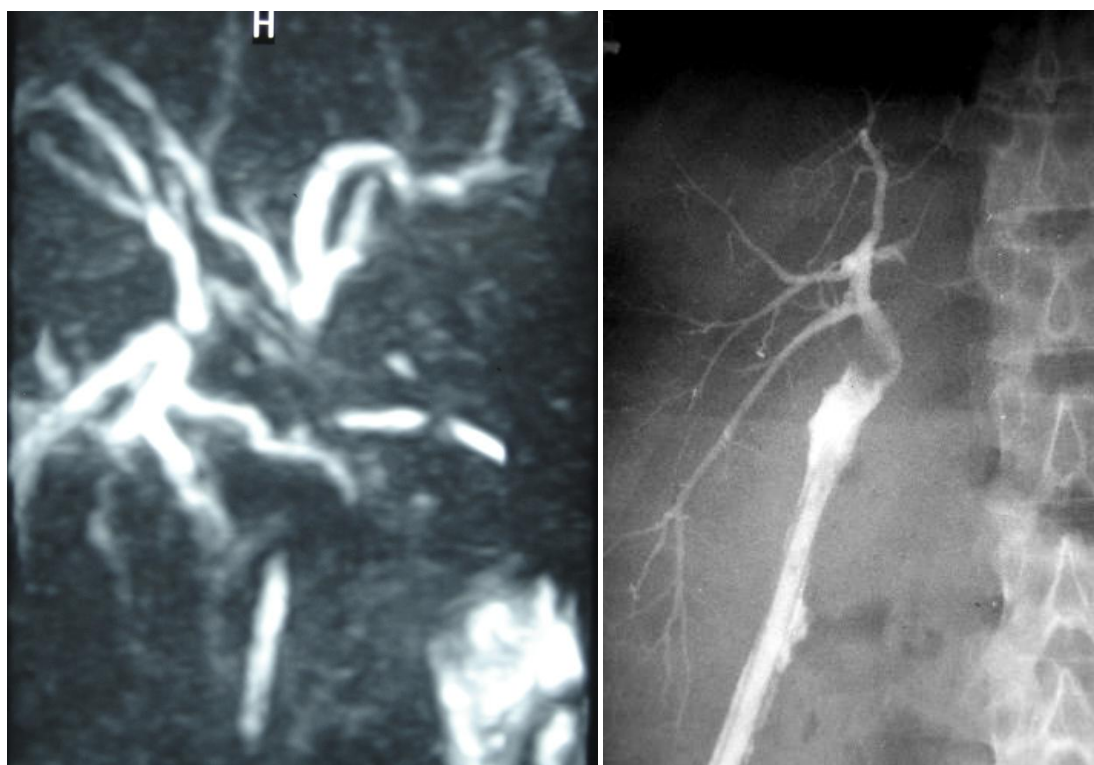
Colangioresonancia que evidencia una falta de continuidad bilioentérica debido a una lesión quirúrgica de vía biliar (Strasberg E4). Fistulografía a través de un drenaje abdominal que demuestra la sección de un conducto aberrante sectorial posterior (Strasberg C)
